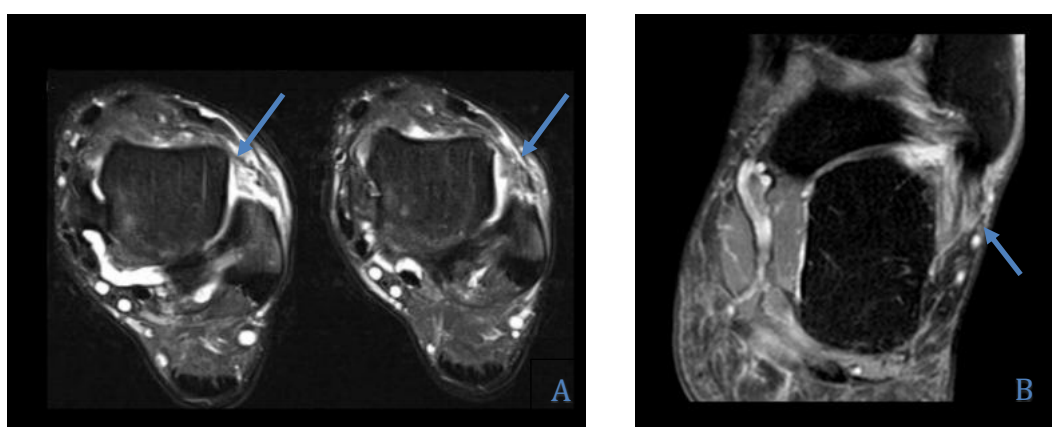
A: Corte axial de RM donde se evidencia rotura del LTFA en su inserción fibular. B: Corte coronal de RM de rotura del LCF.
